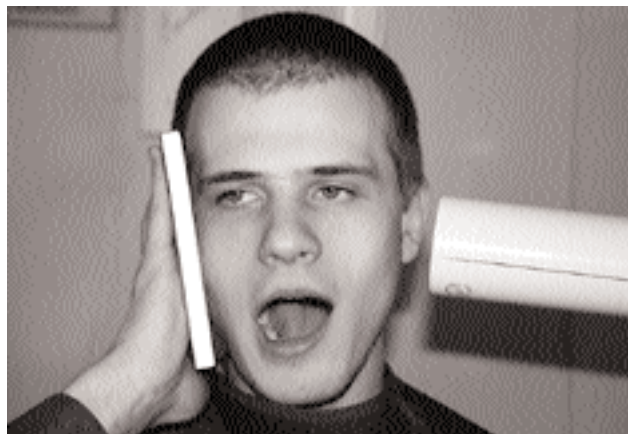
Укладка исследуемого и направление центрального луча при интрапроксимальной рентгенографии зубов и челюстей.
